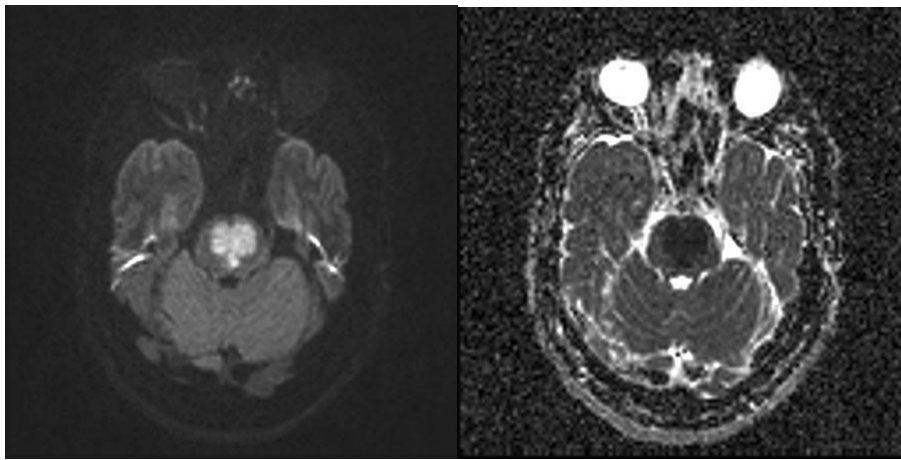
RNM, en la que se observa el infarto de puente bilateral en las secuencias de DWI y su restricción correspondiente en el mapa ADC.
